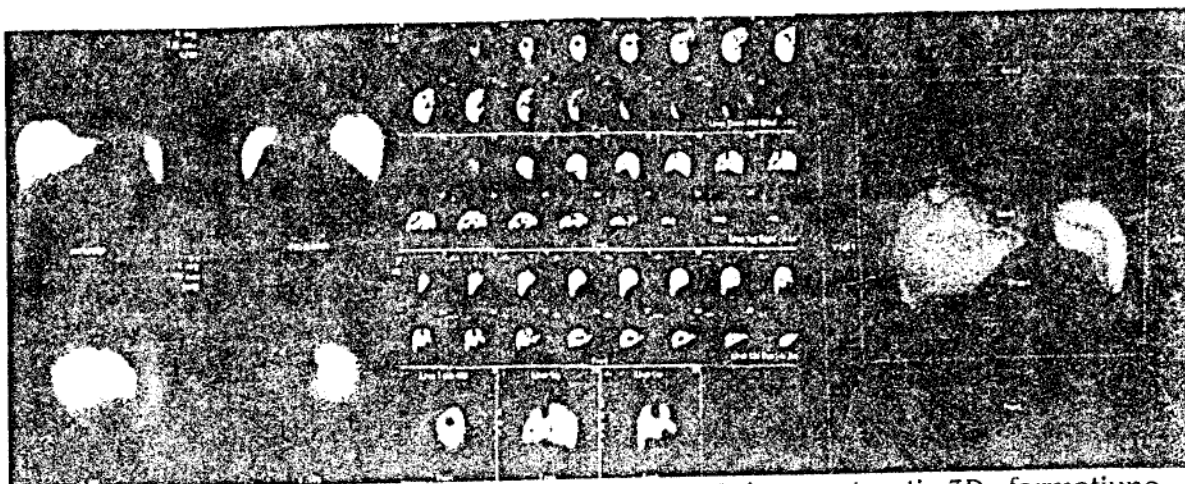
Scintigrafie hepato-splenică planară, SPECT și reconstrucție 3D - formațiune ocupatoare de spațiu lob drept (hemangiom hepatic)
